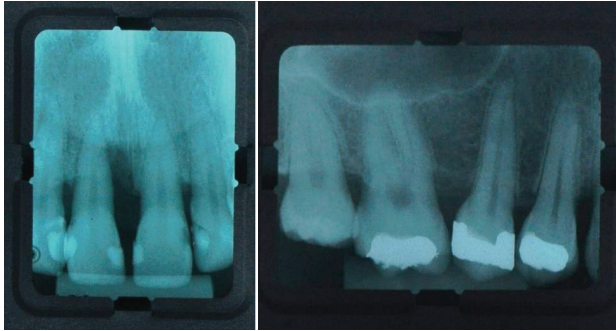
Radiografías periapicales antes del tratamiento periodontal.
